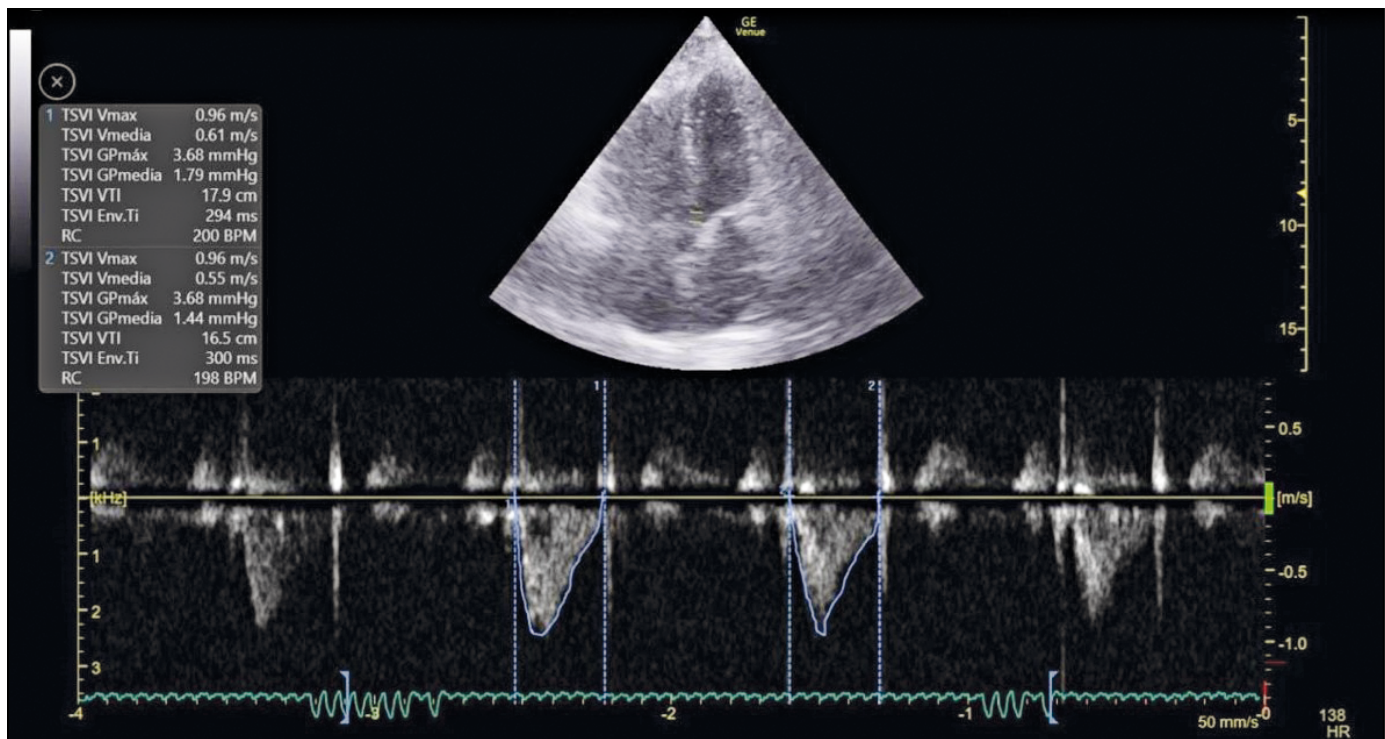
TSVI de la válvula aórtica. Mediante el trazado el contorno de la onda Doppler se obtiene la valoración de la volemia.
